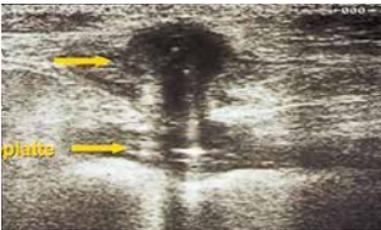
Das sonographische Bild der oberen Abb. zeigt einen subkutanen Flüssigkeitsverhalt, einem Abszess entsprechend.
